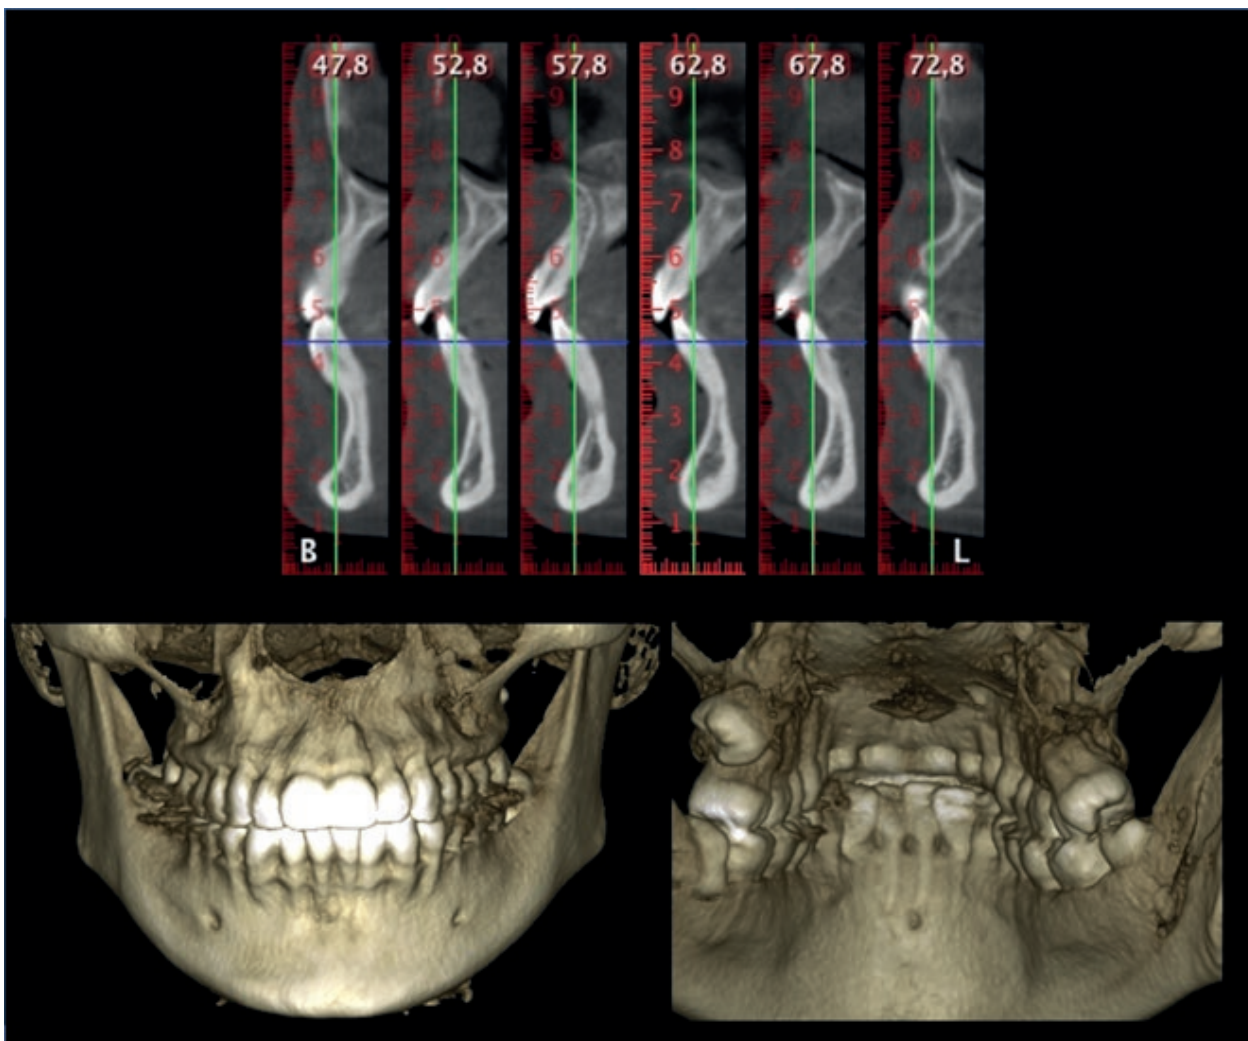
Imagen en 3D de la CBCT inicial vista lateral de las piezas 33, 32, 31, 41, 42, 43, vista anteroposterior y posteroanterior
